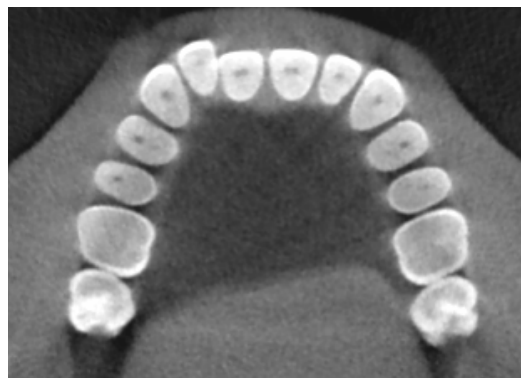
Corte axial da tomografia computadorizada, evidenciando a situação clínica de protrusão de incisivos.
